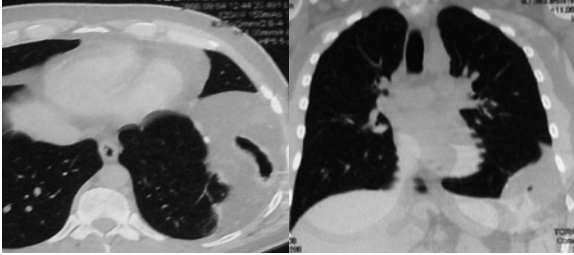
TAC de torax que evidencia la presencia del colon a nivel torácico
